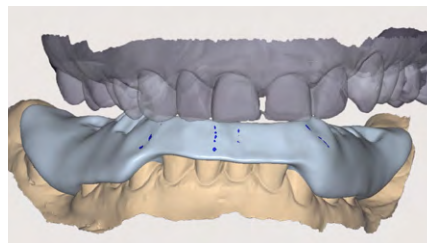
Моделирование правого латеротрузионного движения в цифровом артикуляторе
